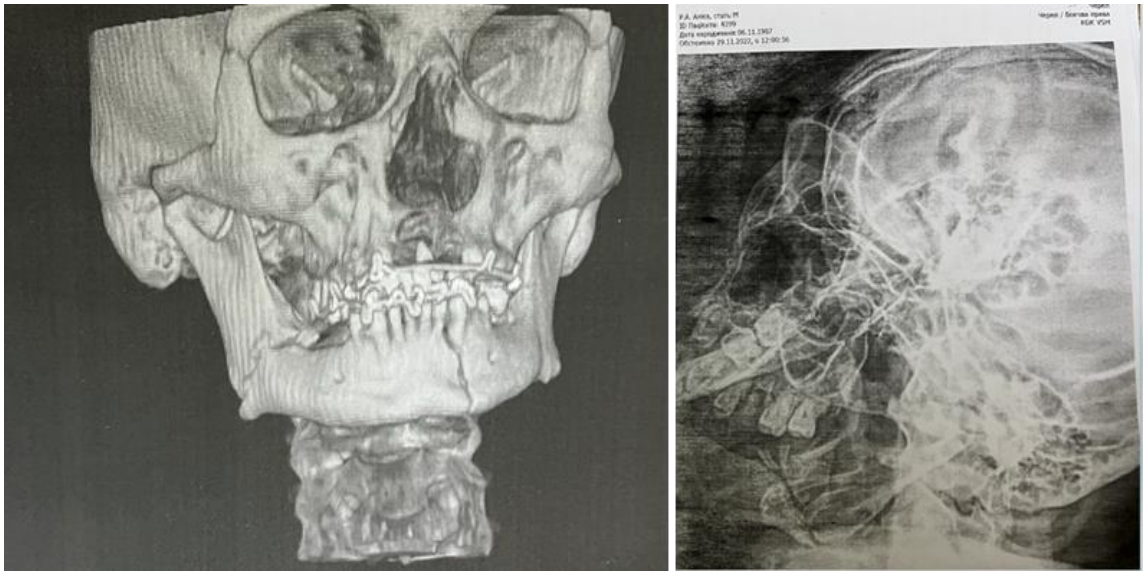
КТ-3Д та рентгенограма НЩ в напіваксіальній укладці 29.11.2022р., пац. А., і/хв. №10089 після шинування по Тігерштедту. Діагноз: двобічний перелом НЩ зі зміщенням уламків в ділянці правого кута та між 32,33 зубами (1 тип за класифікацією Samson)
